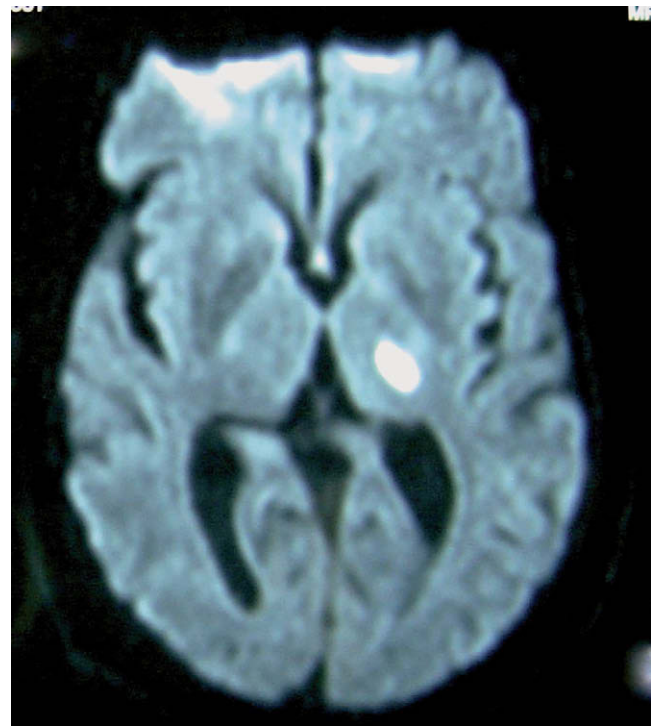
Secuencia de difusión de resonancia magnética con lesión hiperintensa en región capsulotalámica izquierda.
